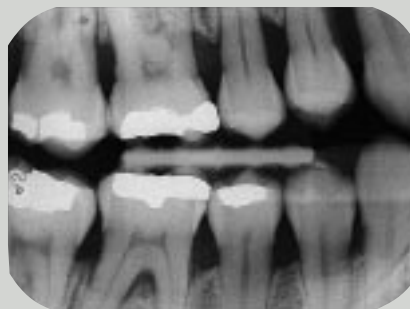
Eksempel på bitewing-optagelse af patient med alveolært knogletab og risiko for cervical caries med utilstrækkelig motivdækning, såvel horisontalt som vertikalt.
